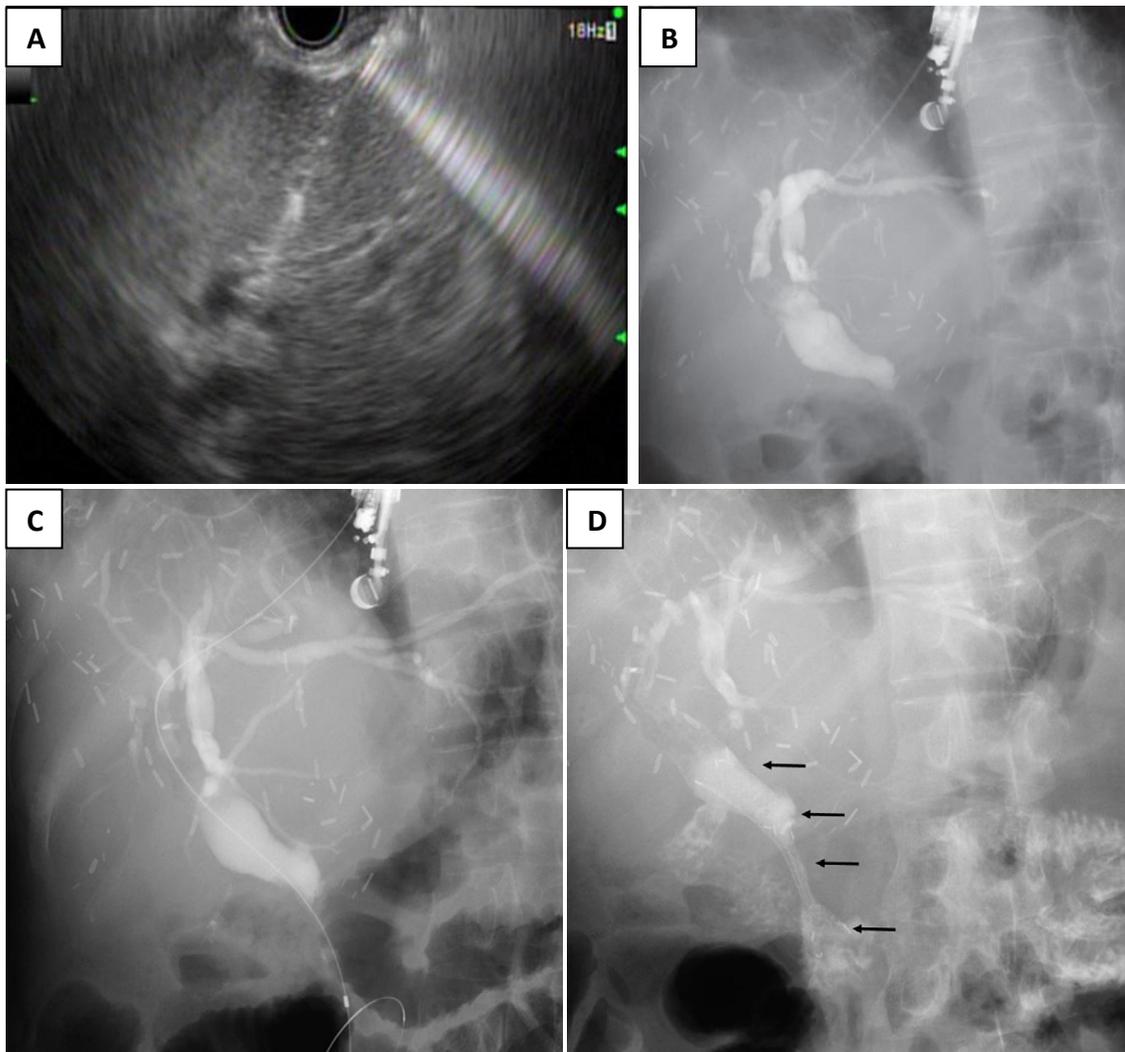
La técnica de *rendezvous* guiado por ultrasonido endoscópico (EUS-RV). Se muestra la secuencia de imágenes de un EUS-RV realizado en una paciente de 82 años con una obstrucción maligna por cáncer de páncreas. (A) Muestra la punción transduodenal con aguja 19 hacia el colédoco. (B) Se inyecta medio de contraste y se avanza la guía hasta alcanzar el duodeno a través del ampulla. (C y D) Se ingresa con un duodenoscopio y se recupera la guía con una pinza la cual se extrae por el canal de trabajo. (E) Finalmente se le coloca un stent metálico de manera retrógrada.<sup>93</sup>
